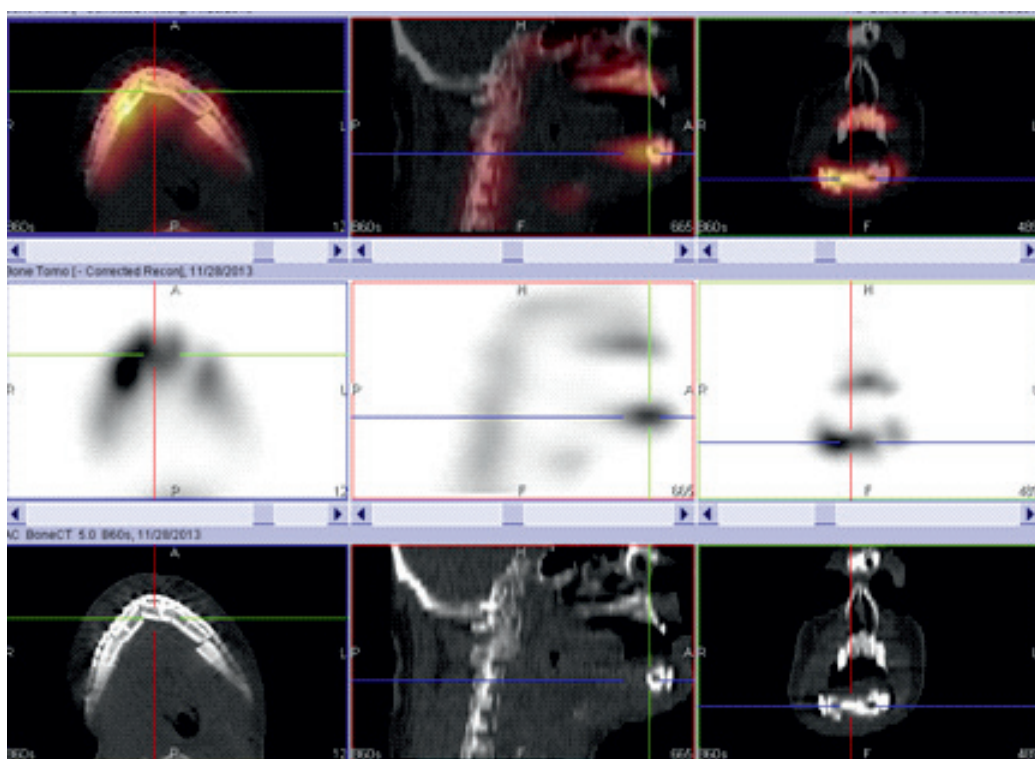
Пациент П. При выполнении ОФЭКТ/КТ у того же пациента определяется повышенное накопление РФП в области установленного трансплантата. В левом сегменте трансплантата накопление РФП снижено, прослеживается в зонах, прилегающих к центральному сегменту трансплантата и к опилу нижней челюсти. В послеоперационном периоде рана зажила первичным натяжением, без осложнений с полным восстановлением непрерывности тела нижней челюсти
